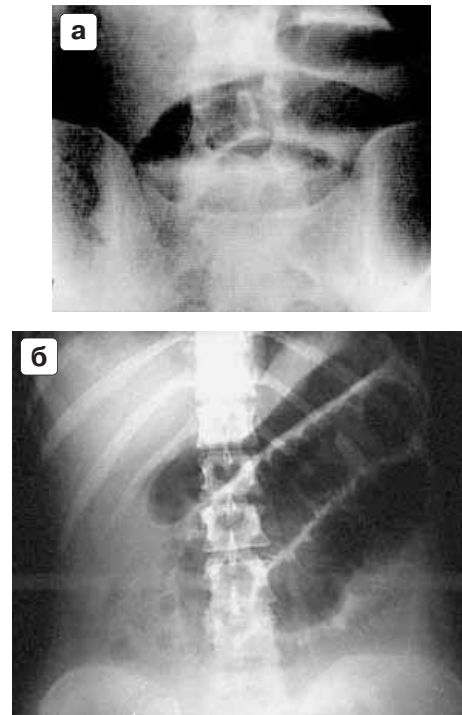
а – обзорная рентгенограмма брюшной полости. Вертикальное положение. Заворот нескольких петель тонкой кишки. Определяется несколько тонкокишечных пологих арок с равномерным расширением просвета этих петель. В правой половине ободочной кишки – плотное содержимое. б – горизонтальное положение. Просвет петель равномерно расширен, складки слизистой оболочки отечны, контуры петель равномерно волнистые.
